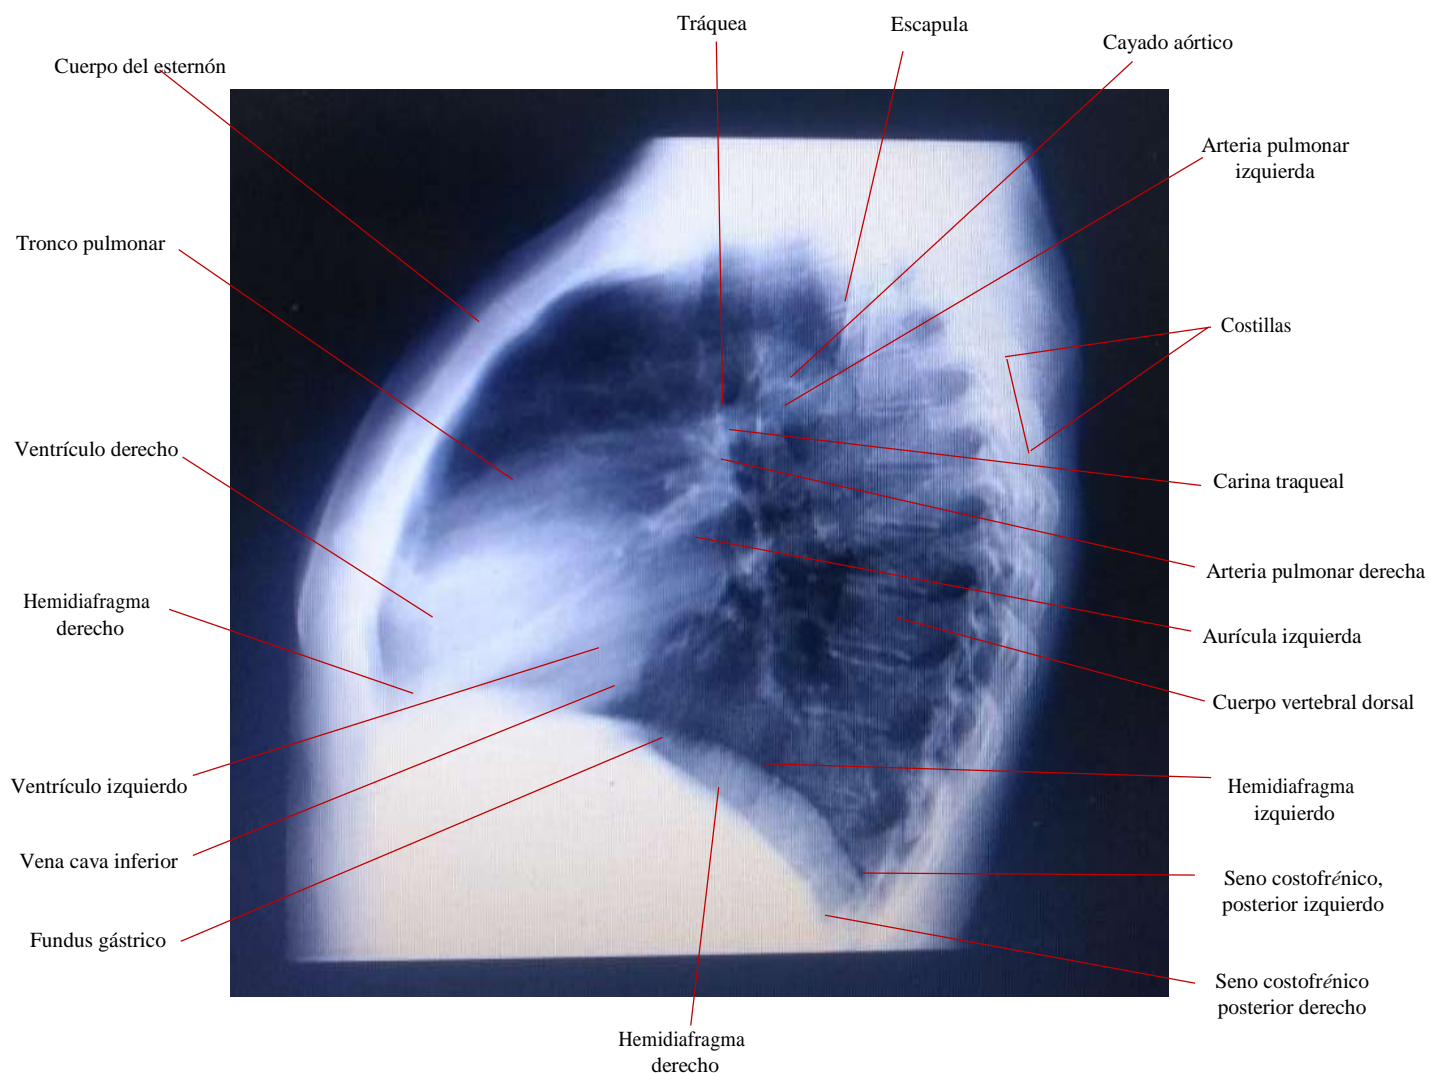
Autor. (2020). Radiografía de Tórax Lateral.
